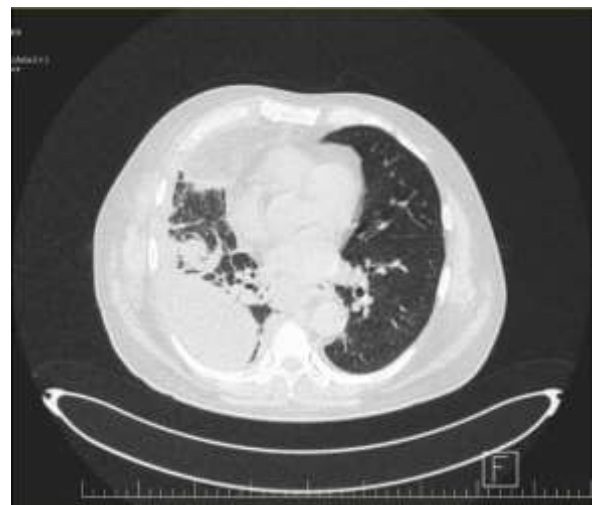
CT în ziua a patra care arată revărsatul pleural
